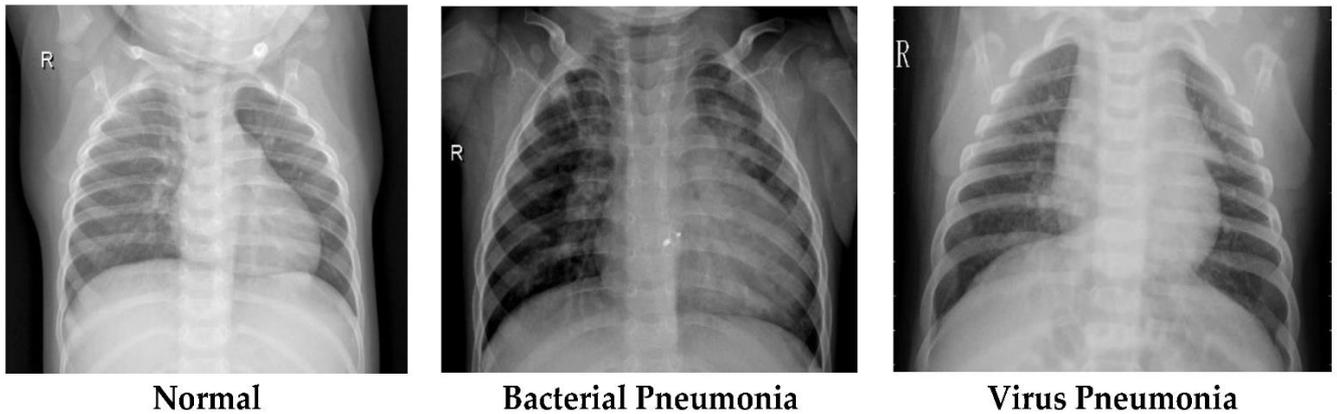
Unterschiede zwischen viraler und bakterieller Pneumonie. Thorax-Röntgen. Abgerufen am 16.04.2020
